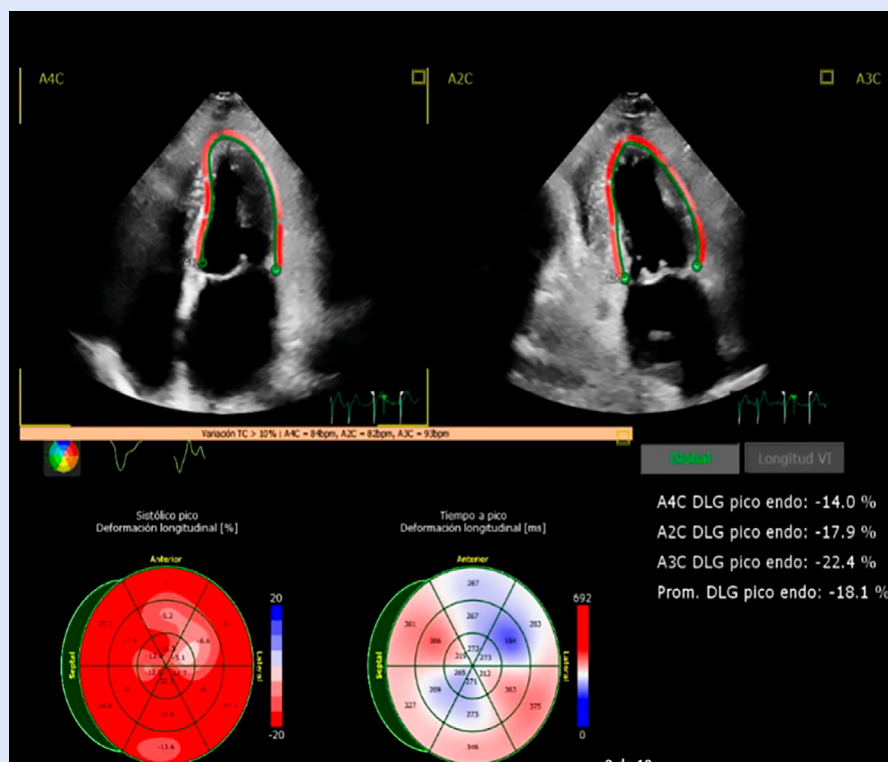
Ecocardiografía con mejora del strain longitudinal global a los dos años del diagnóstico.
